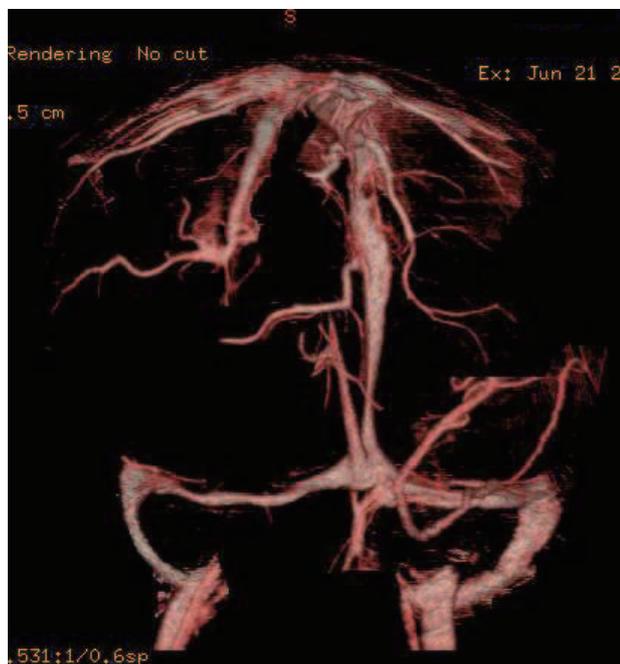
Three-dimensional CT venogram shows recanalization of the SSS and bilateral transverse sinuses.
